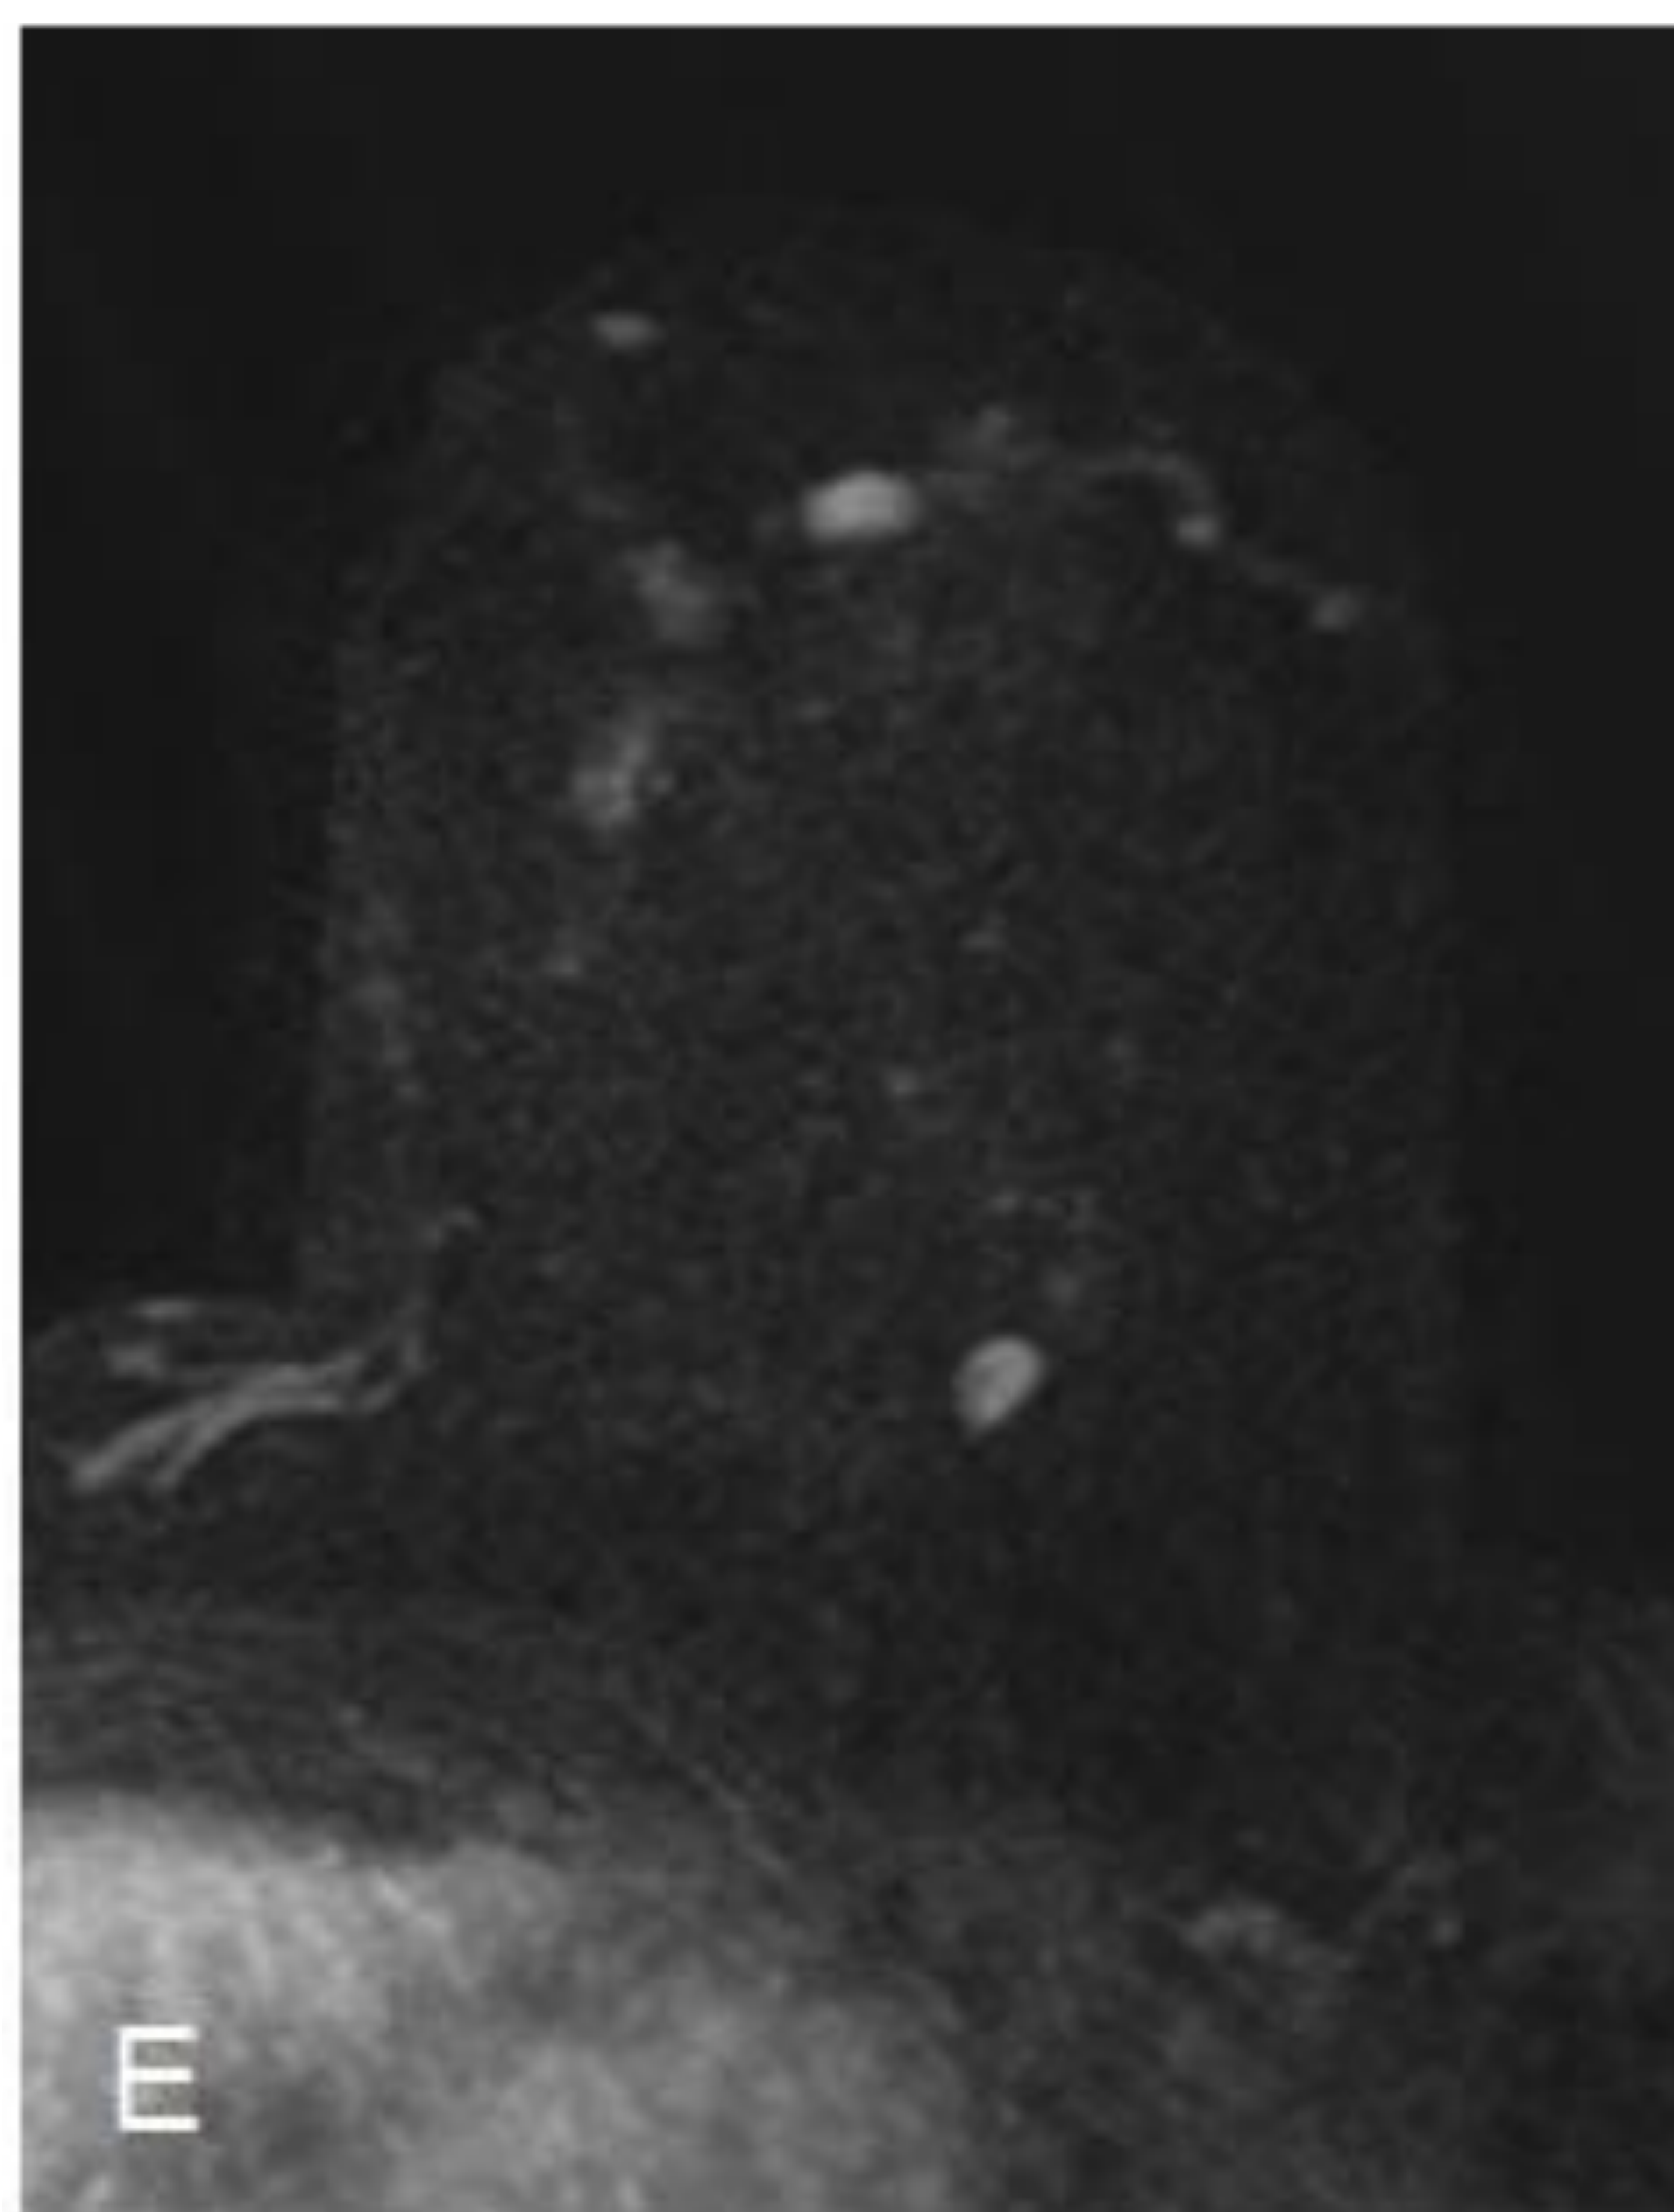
RM de paciente anterior tras biopsia (BI-RADS® 6). E) Secuencia de sustracción a partir de la secuencia potenciada en T1 con contraste I.V. y saturación grasa en mama izquierda con realce multinodular en cuadrantes internos. F) Mapa de ADC, mostrando restricción de la difusión de agua libre en una de las lesiones ($ADC=0.64 \cdot 10^{-3} \text{ mm}^2/\text{s}$). G y H) Curva de captación dinámica de realce inicial con discreta tendencia ascendente en fase tardía (tipo 1-2).
